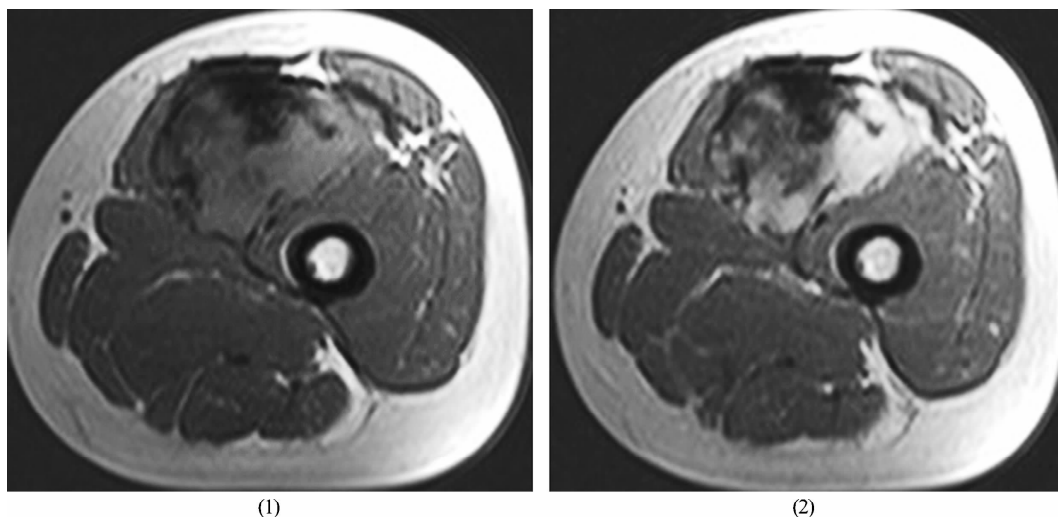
腹外型韧带样纤维瘤病例 3 横断面 MRI
